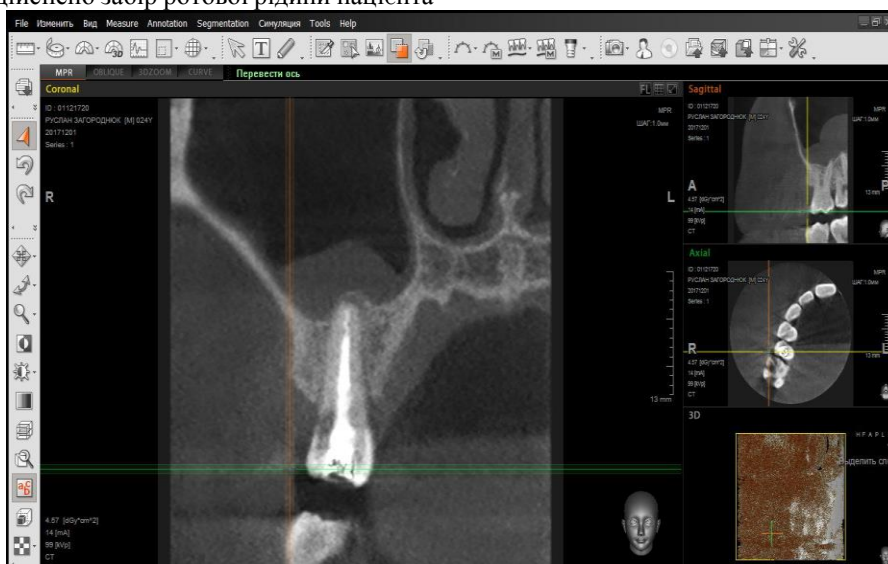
Фотографія КТ-знімку 15 зуба (корональна проекція).
